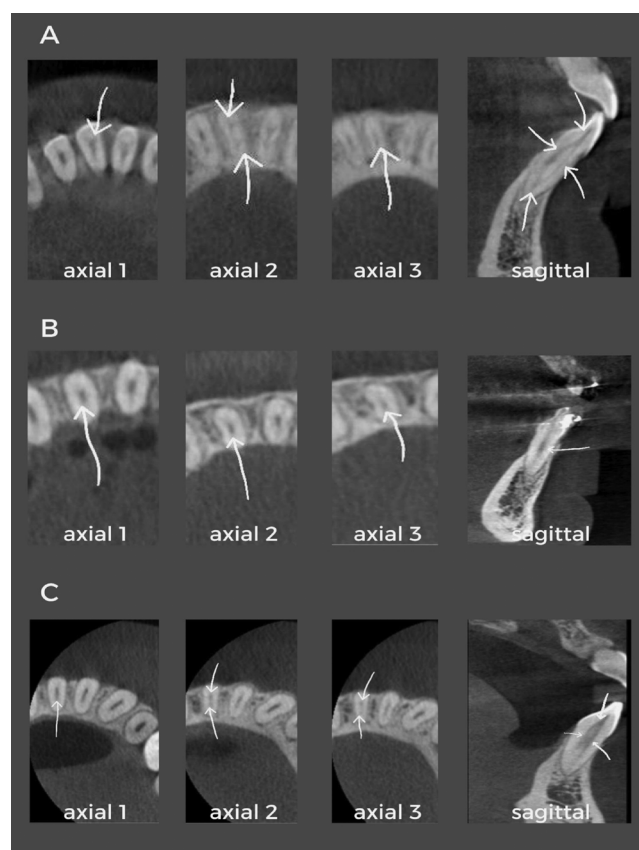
Classification of mandibular incisor vertucci as A type III, B type I, and C type V using axial and sagittal computed tomography images
